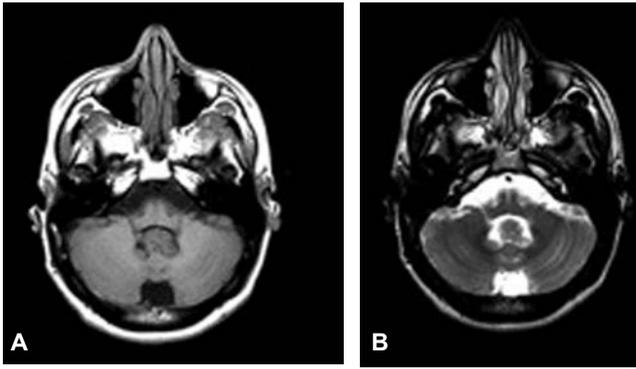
A) y B). RMN en imágenes ponderadas en T1y T2. Donde se identifica la presencia de masa heterogénea ocupando la totalidad del cuarto ventrículo y que corresponde a un papiloma de plaxo coroide.
